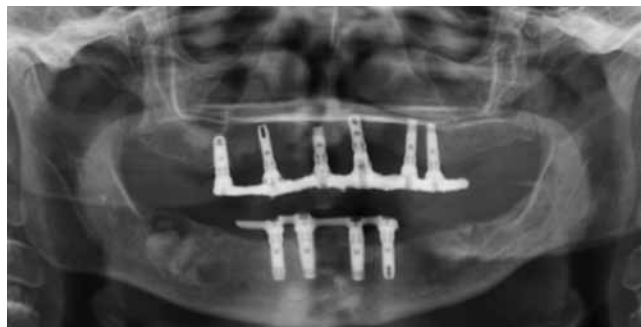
Radiografía panorámica 2013.
